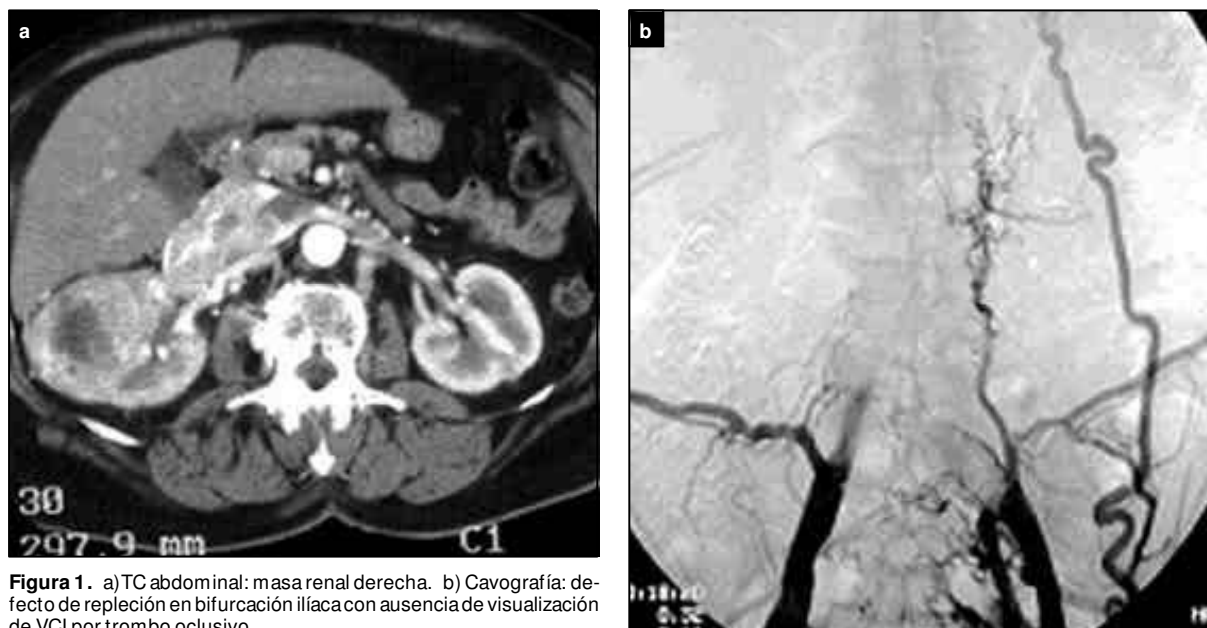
a) TC abdominal: masa renal derecha. b) Cavografía: defecto de repleción en bifurcación iliaca con ausencia de visualización de VCI por trombo oclusivo.
